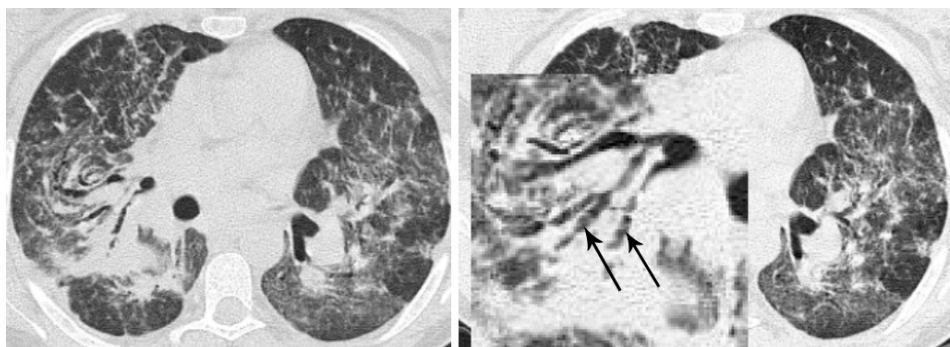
Саркоїдоз легень, IV стадія, КТ ОГП: поширений деформуючий фіброз легень, тракційні бронхоектази у збільшувальному вікні
